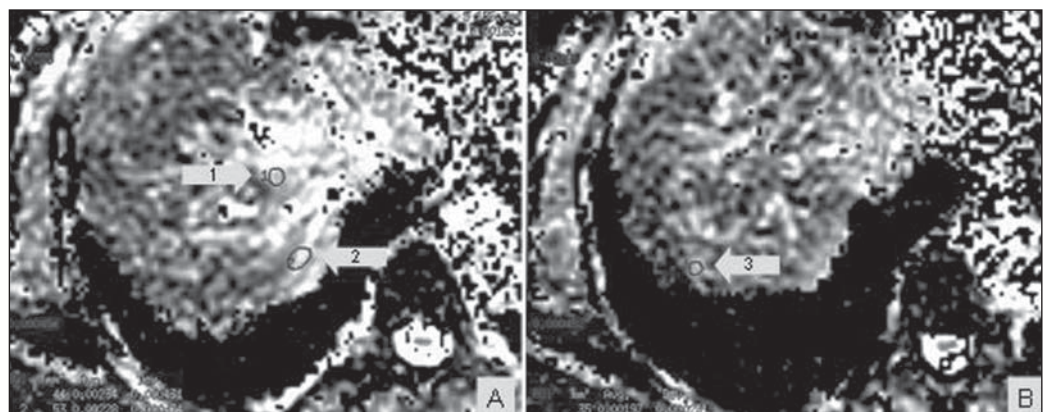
Ressonância magnética do fígado de 20/6/2011. Metástases hepáticas com os respectivos valores do coeficiente de difusão aparente no mapa de ADC, após cerca de um mês de tratamento quimioterápico: Em A, lesão 1 = $2,2 \times 10^{-3} \text{ mm}^2/\text{s}$; lesão 2 = $2,3 \times 10^{-3} \text{ mm}^2/\text{s}$. Em B, lesão 3 = $1,9 \times 10^{-3} \text{ mm}^2/\text{s}$. Nota-se um significativo aumento nos valores de ADC.
